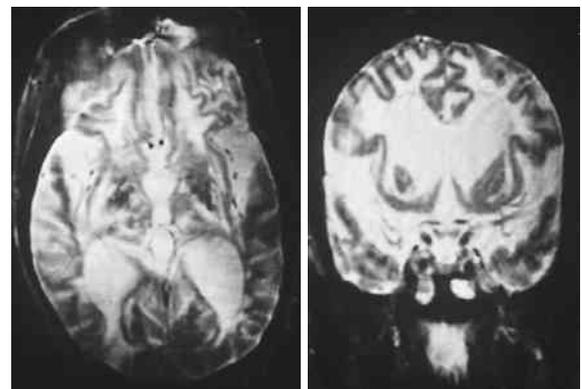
頭部MRI：T2強調画像。皮質下白質のびまん性T2高信号，萎縮著明。広範な脳梗塞と考えられる。
